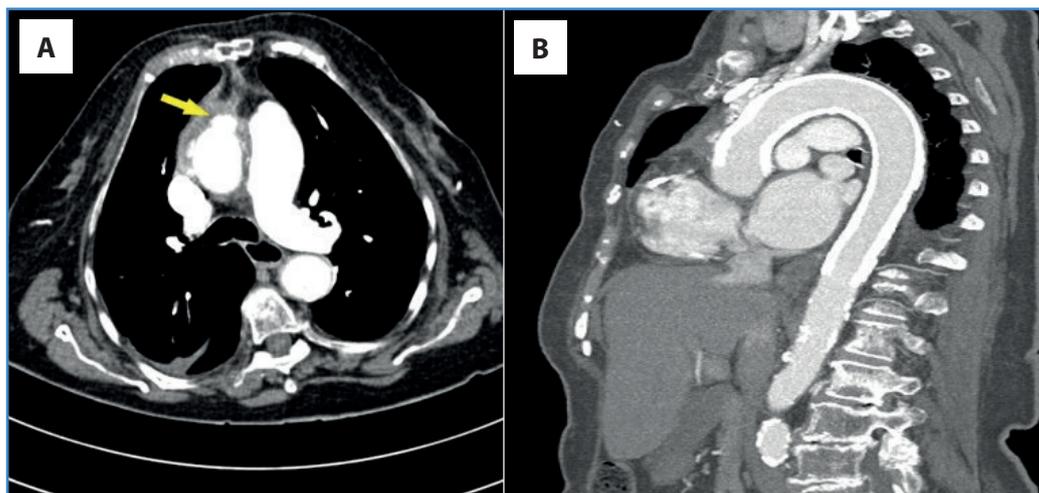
A. Imagen TC de úlcera aórtica complicada con sangrado. B. corte sagital de TC, resultado de implante de la prótesis.
